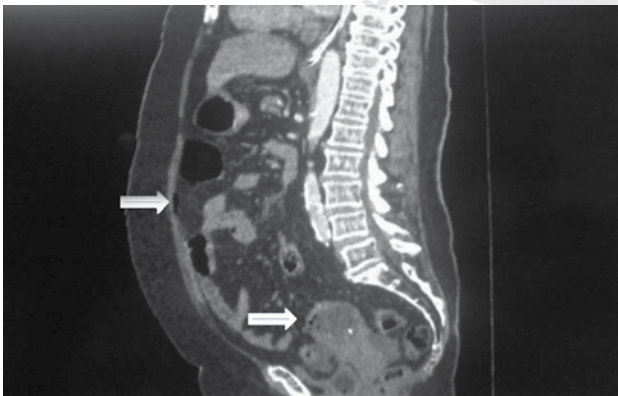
Tomografía en fase contrastada. Al corte sagital se observa aire libre abdominal (flecha superior). Útero aumentado de tamaño, ovoideo, hipodensidad de fondo uterino de 45 x 42 mm, sin reforzamiento, con aire en la periferia, diámetro de 10-17 UH (flecha inferior).
